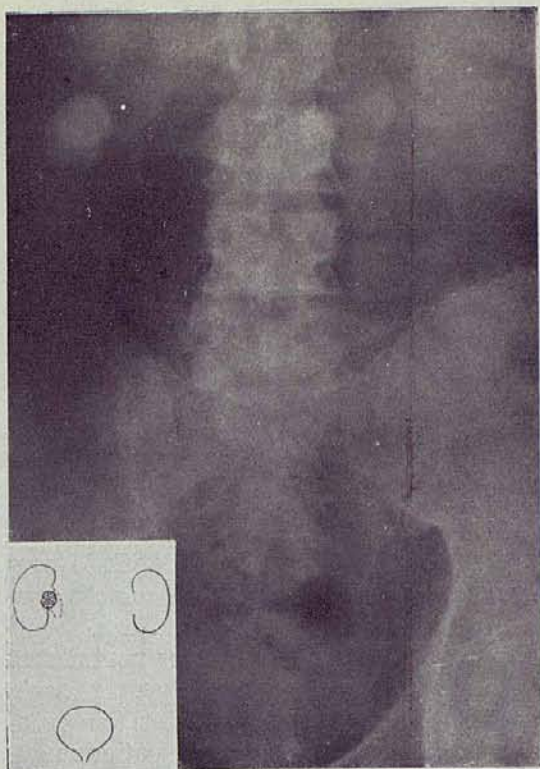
(Obs. III.) Radiografía simple. Cálculo en riñón derecho, en paciente afecto de litiasis de organismo y reiteradamente intervenido en ambos lados.
